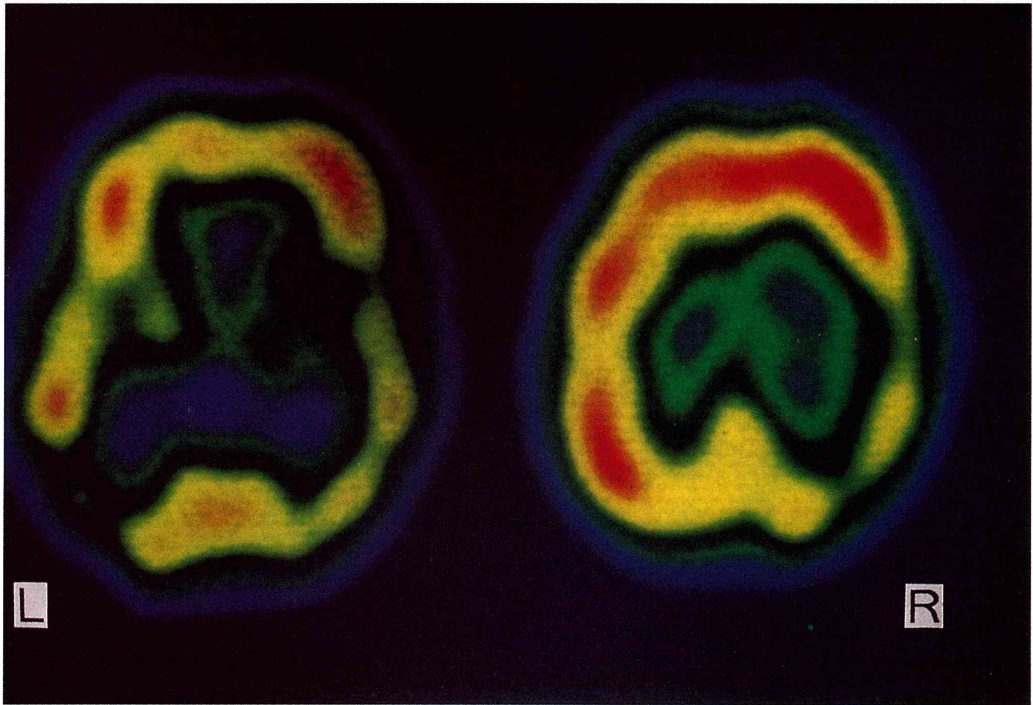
SPECT (^{123}I -IMP)
